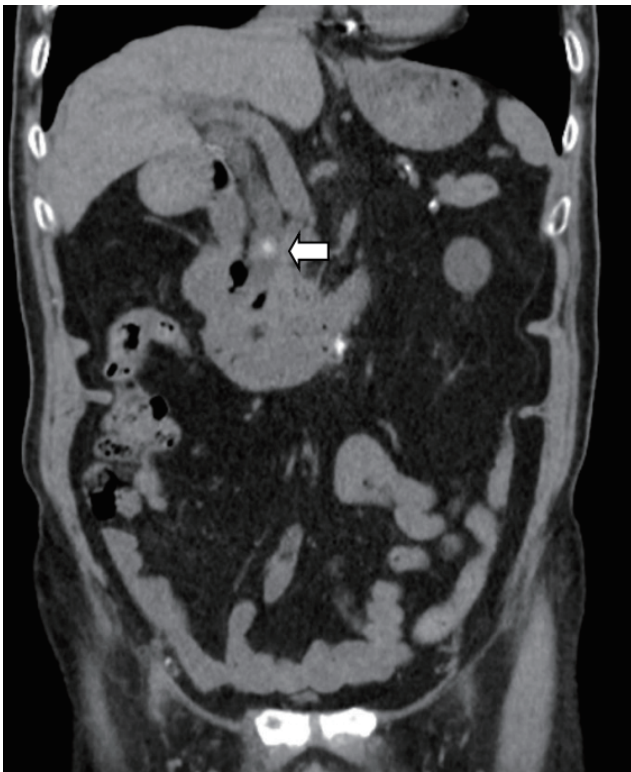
Abdomen computed tomography revealed common bile duct stone (arrow) and periampullary diverticulum.
